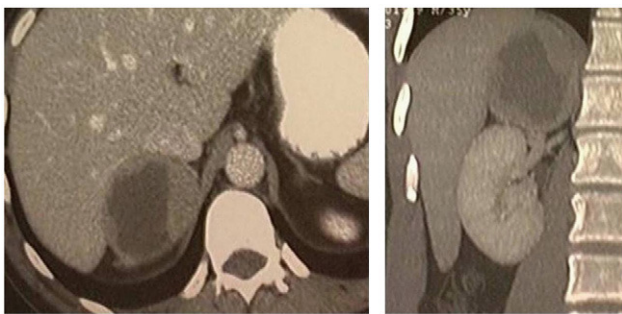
Caso 2. Tomografía computarizada frente y perfil de la tumoración suprarrenal derecha de 7 cm de diámetro.
